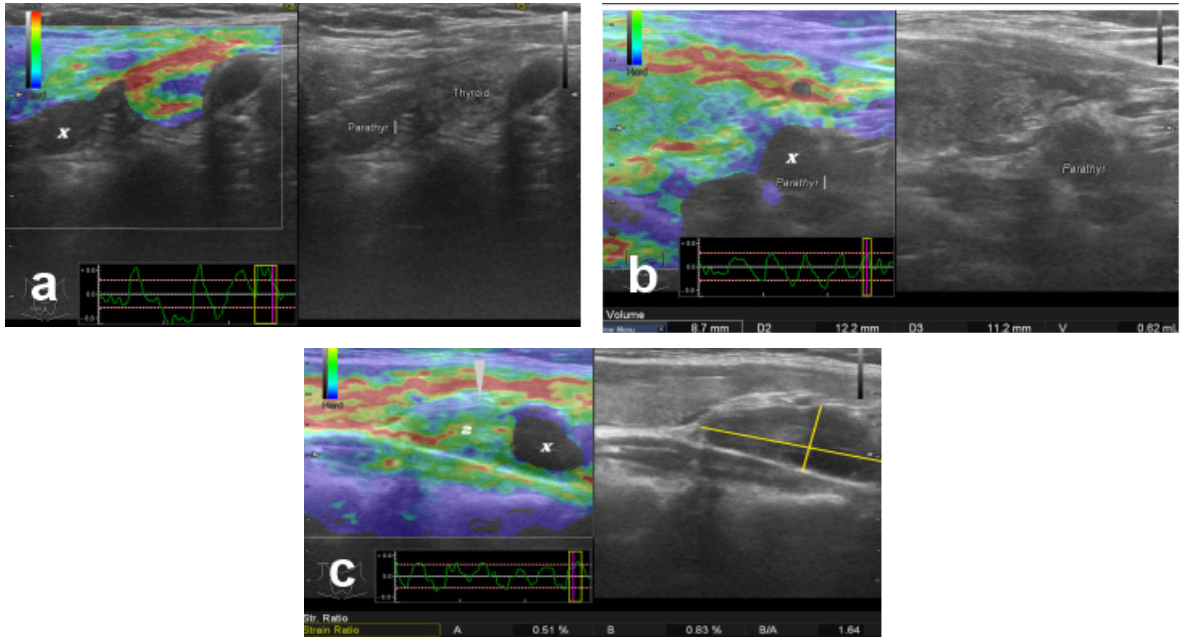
a) Sağ superior elastasonografi skoru 3 olan paratiroid adenomu, b) Sağ inferior elastasonografi skoru 3 olan paratiroid adenomu, c) Sağ superior posterior elastasonografi skoru 3 olan paratiroid adenomu, d) Sağ orta posterior elastasonografi skoru 3 olan paratiroid adenomu
